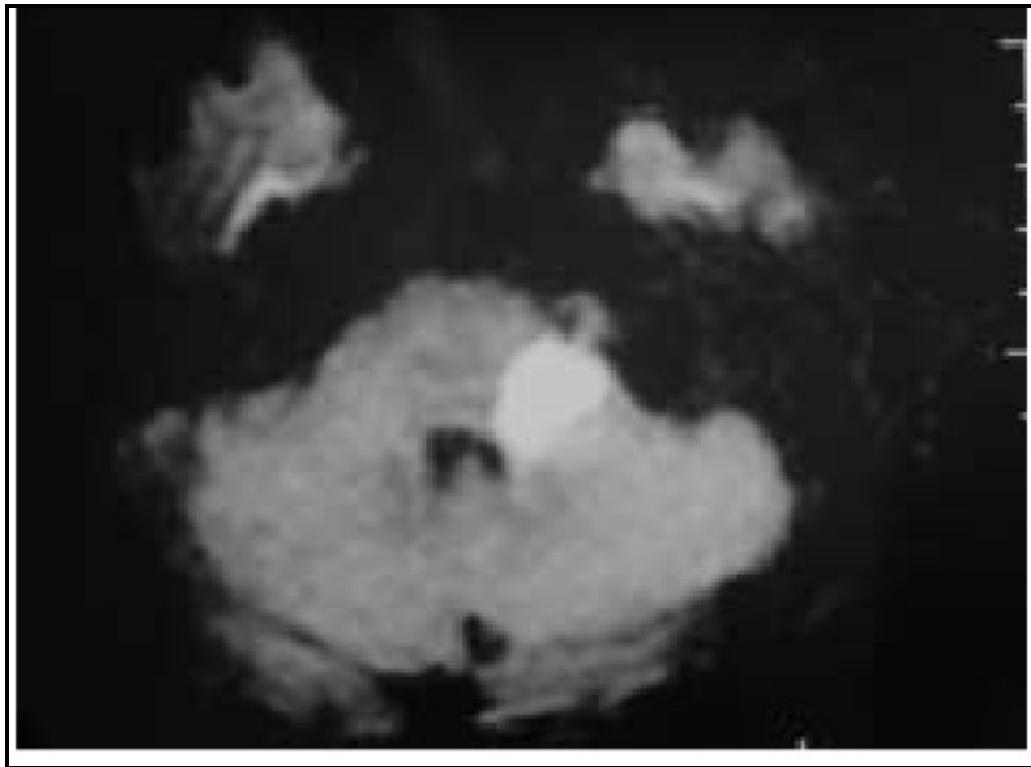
IRM postopératoire axiale pondérée en T1 montrant un signal hyperintense du pont de Moyle gauche suggérant une lésion ischémique récente (patient opéré pour neurinome de l'acoustique)
